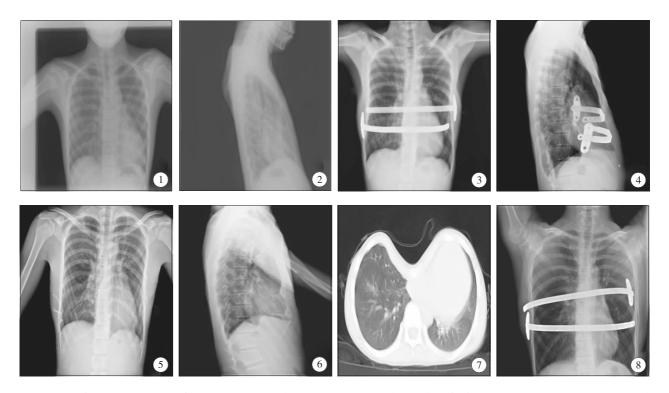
~7 为 1 例 14 岁男性患儿,其中图 1~6 为患儿术前、术后、拔除钢板术后胸部正侧位片,对比可以发现经过双钢板矫治后,胸廓形态饱满,心肺压迫解除,图 7 为患儿术前胸部 CT 片,Haller 指数 8.65。图 8 为 1 例 12 岁男性患儿,重度漏斗胸合并扁平胸,术中双钢板上板采用斜形置入方法扩大抬举范围
